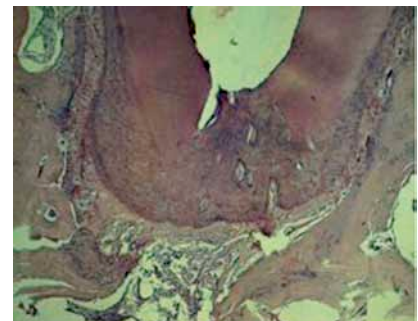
RealSeal sellado mostrando normalidad en los tejidos periapicales. Hematoxilina y Eosina. 40X
